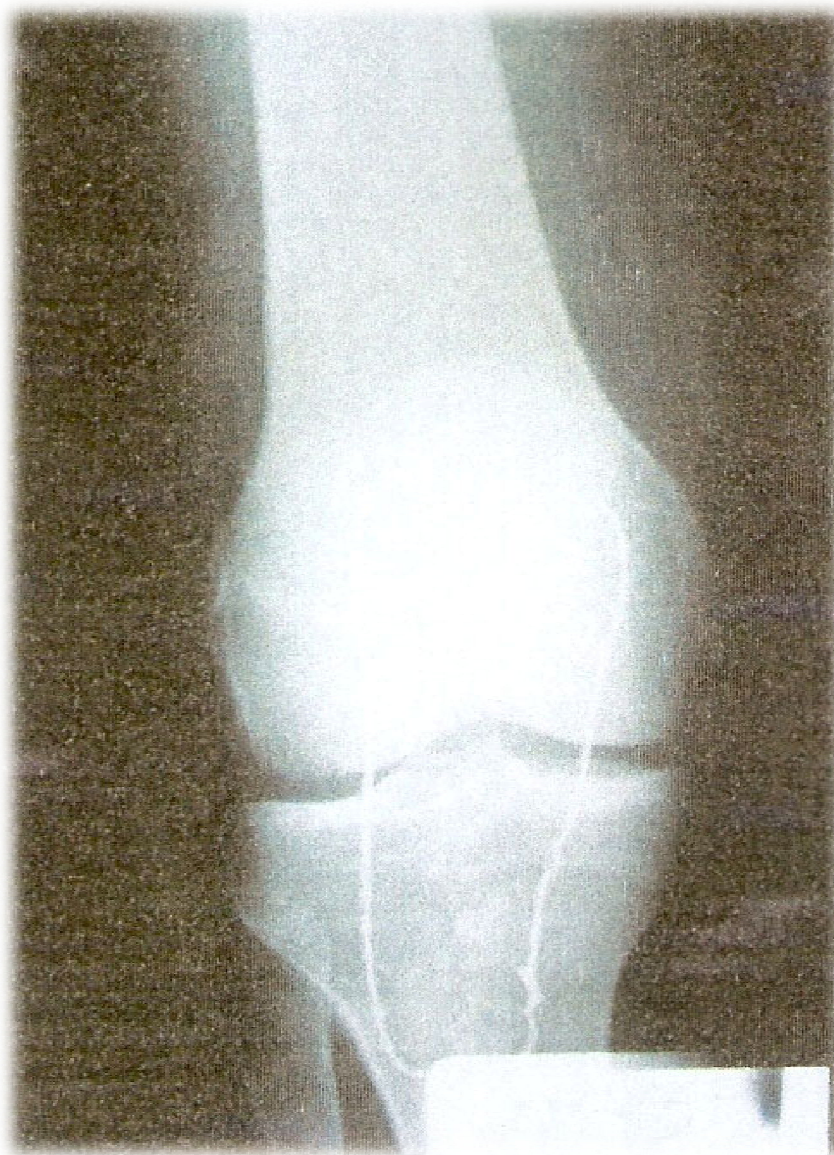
Radiographie du genou de face de contrôle
